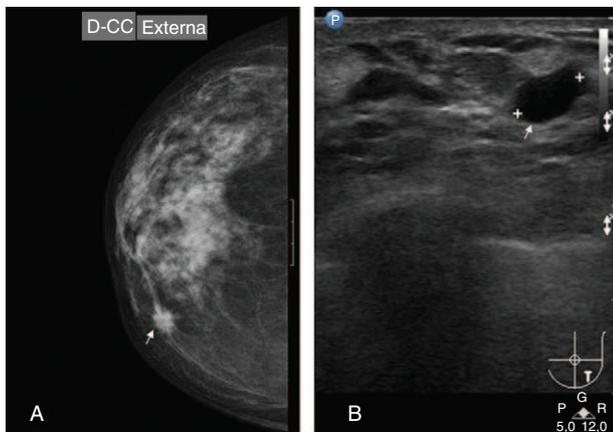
A) Mamografía y B) ecografía. Nódulo sólido, espiculado de 1,5 cm con criterios de malignidad (BIRADS 4).
